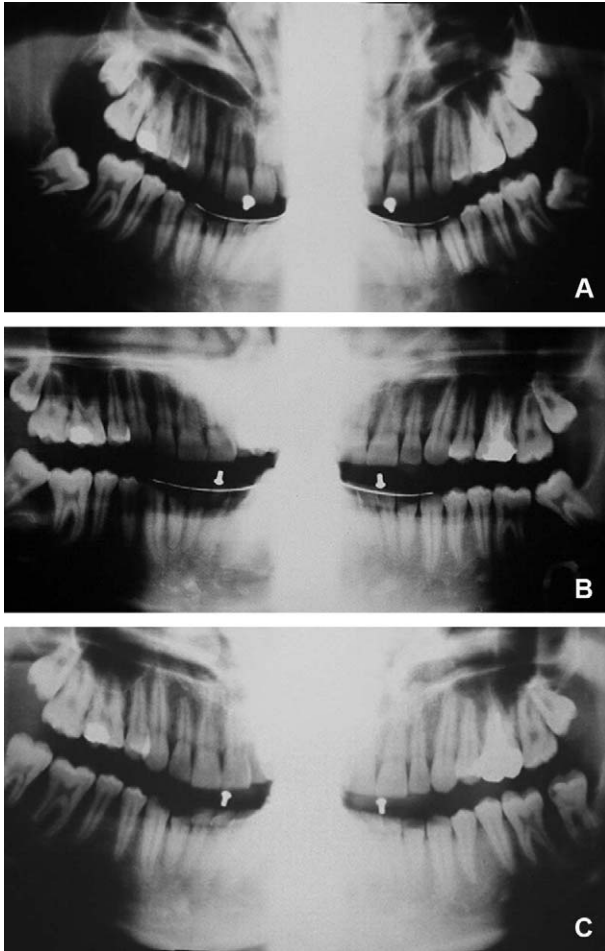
(A à C) Redressement chirurgical de 37 et 47 enclavées. Radiographies préopératoire, postopératoire immédiate et à un an.
